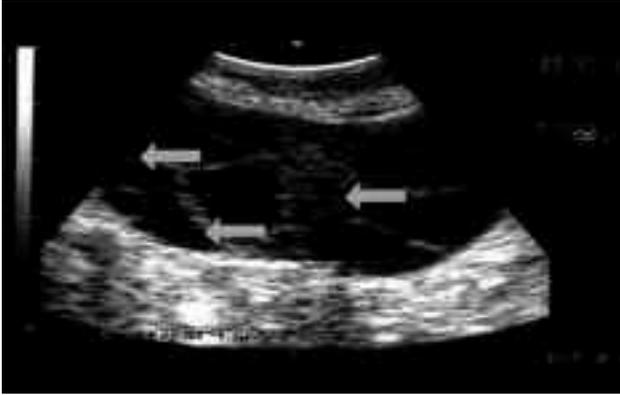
Tramite l'ecografia con sonda vaginale si evidenziano i follicoli in crescita (Nella figura evidenziati dalle frecce).
